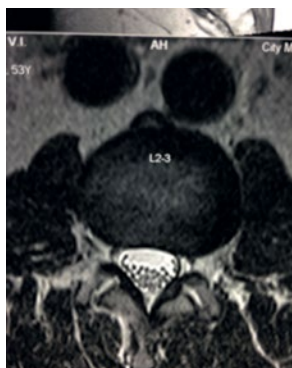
То же, наблюдение. 9. Женщина 53 лет. МРТ на уровне L2-L3, поперечный срез. Видны расширенные вены корешков конского хвоста выше уровня грыжевых выпячиваний.
